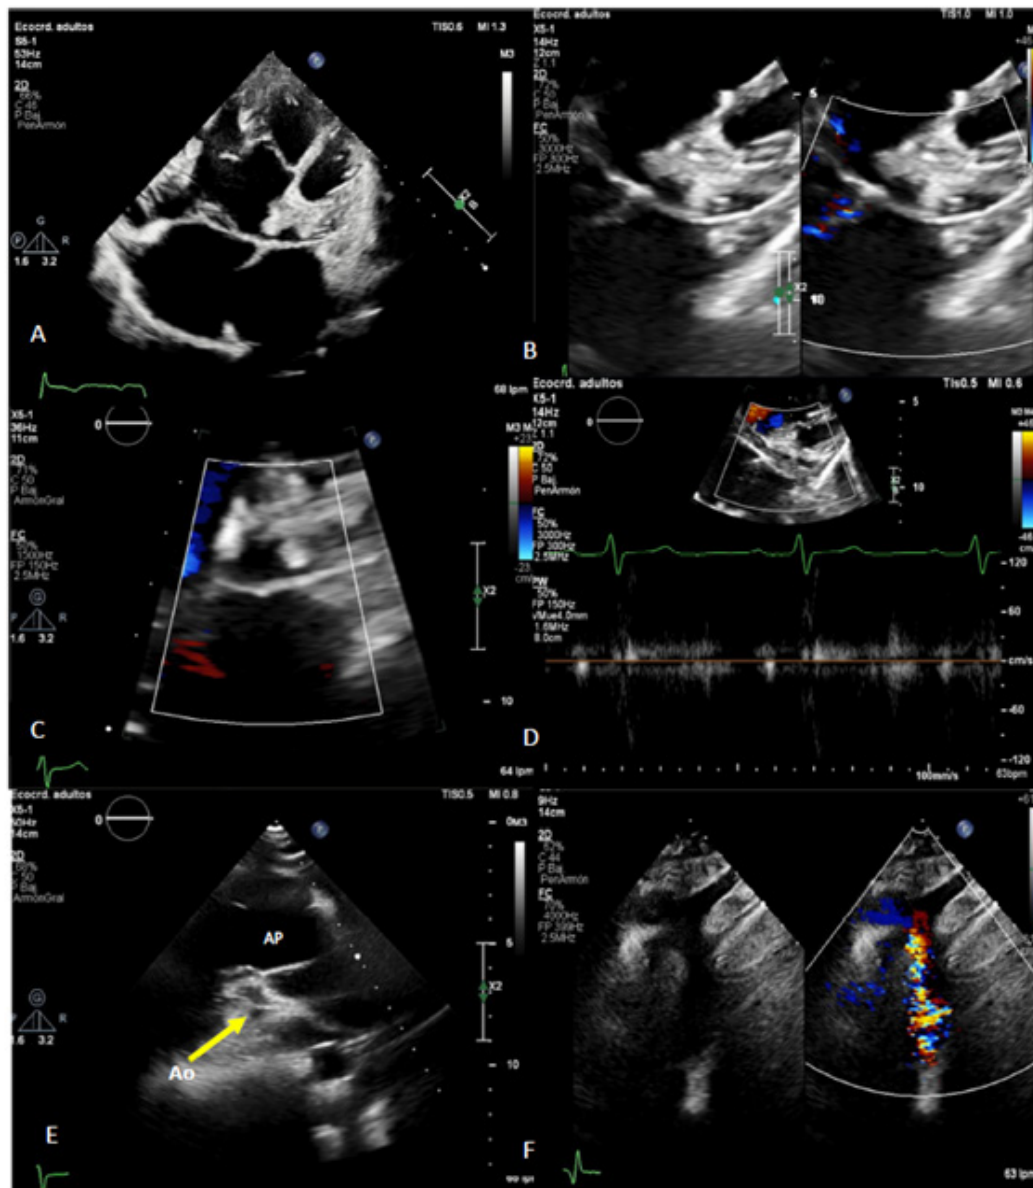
A) Vista apical de 4 cámaras en la que se observa el ventrículo izquierdo rudimentario, con una cavidad pequeña sin flujo anterógrado. B y C) Zoom de válvula mitral la cual es hipoplásica y atrésica sin flujo anterógrado, la vía de salida del atrio izquierdo es a través del defecto interatrial restrictivo. D) En el análisis de doppler color y pulsado se observa un flujo ausente a través de la válvula mitral. E y F) Se evidencia la atresia aórtica, manifiesta por la ausencia de apertura de la válvula aórtica, la cual tiene hipoplasia severa, la aorta ascendente también es hipoplásica y se observa dilatación de la arteria pulmonar (AP). F) El arco aórtico es izquierdo, impresiona vasos supraaórticos de emergencia habitual, arco transverso e istmo de adecuados diámetros.
